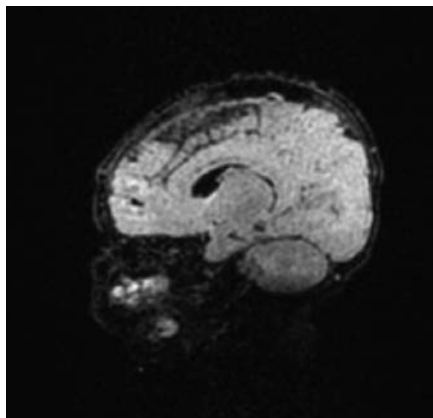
RMN cerebral: extensa trombosis de senos venosos y de venas corticales con infarto isquémico frontal derecho de pequeño tamaño con petequias en su espesor y más dudoso occipital izquierdo.
